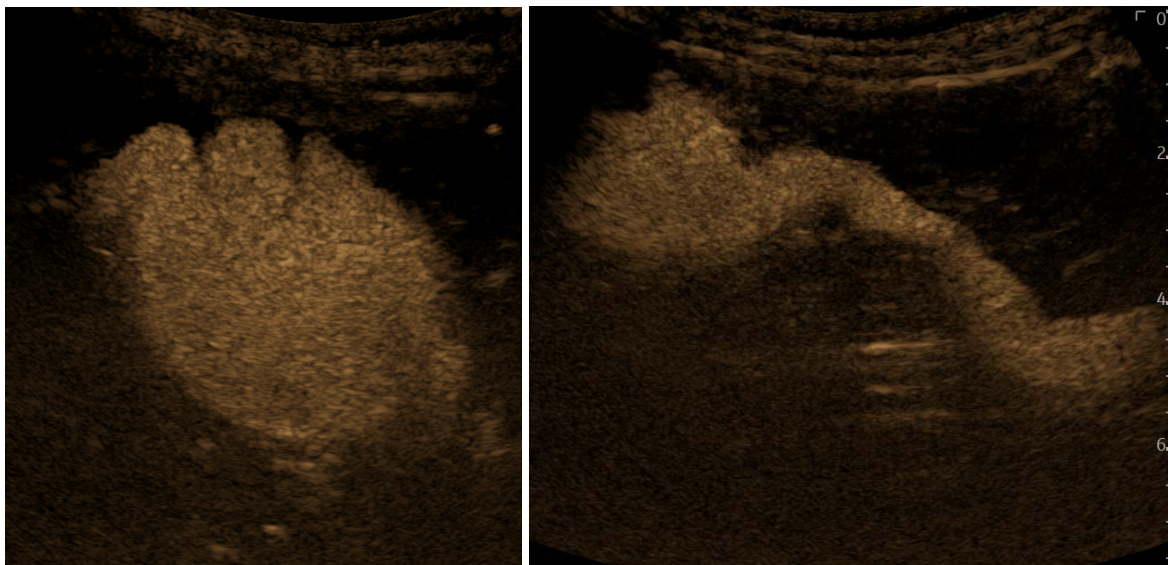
RVU de grade 5 du rein gauche en cystosonographie.
